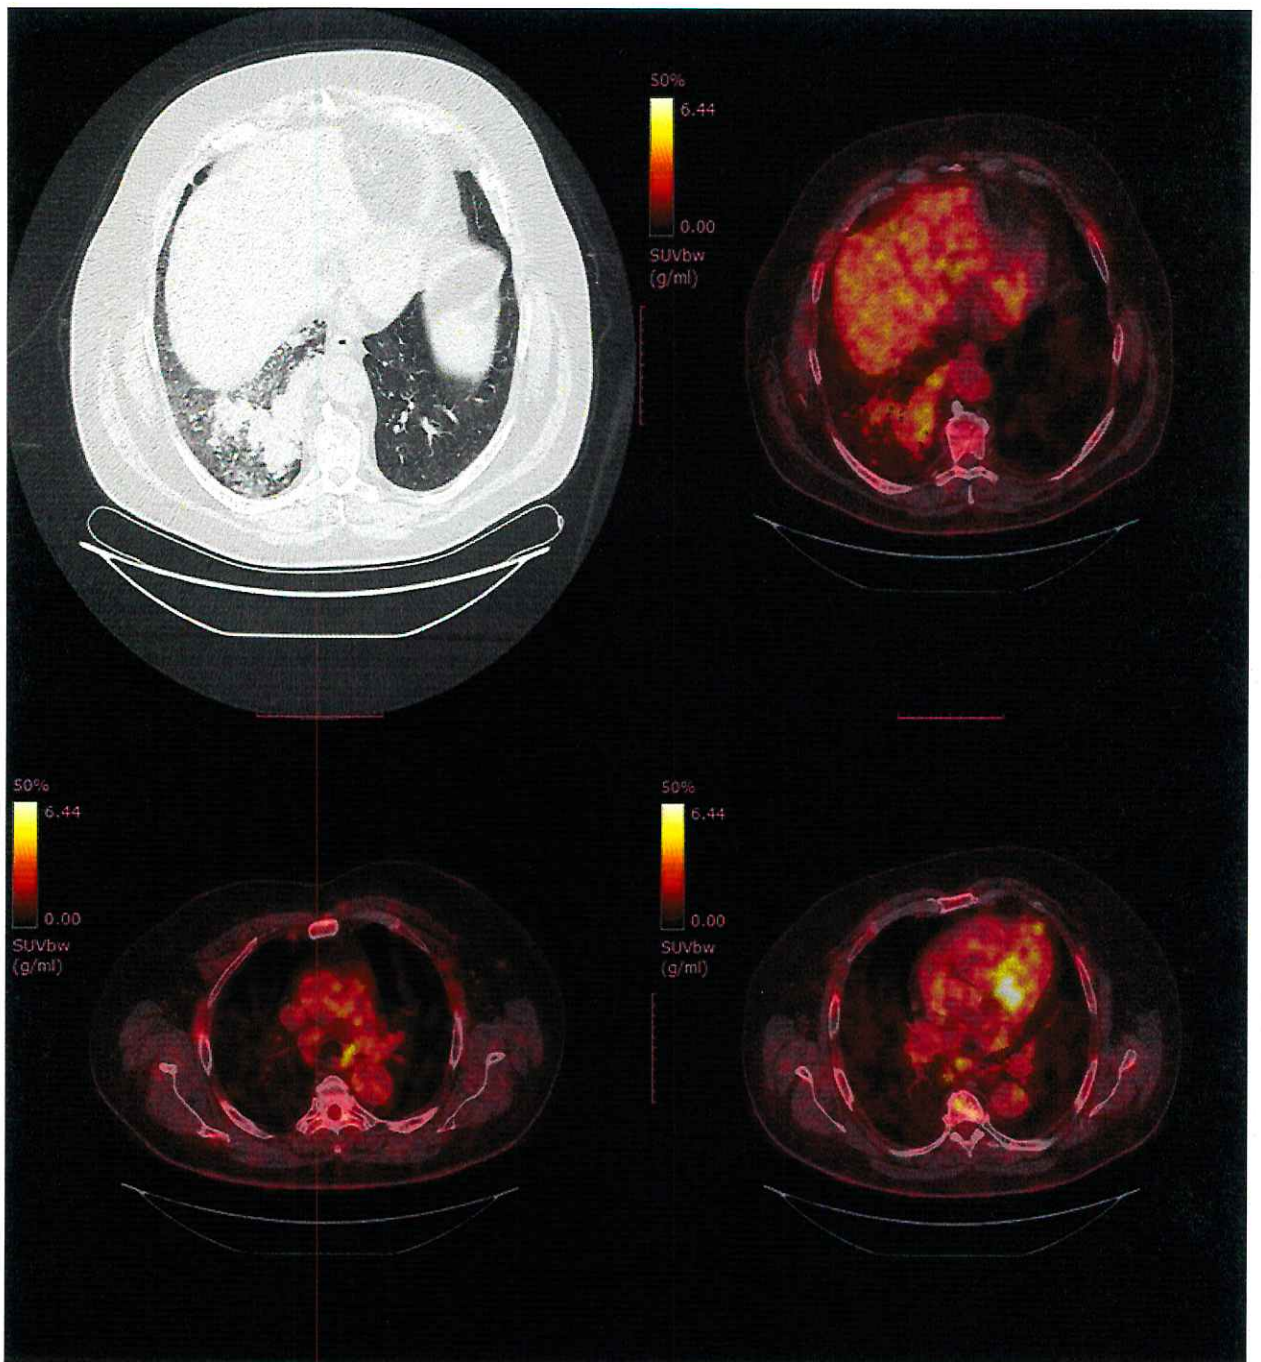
ПЭТ/КТ изображения, на которых визуализируется рак правого легкого с вовлечением нижних правых и левых паратрахеальных и бифуркационных лимфатических узлов, что соответствует N3-стадии
